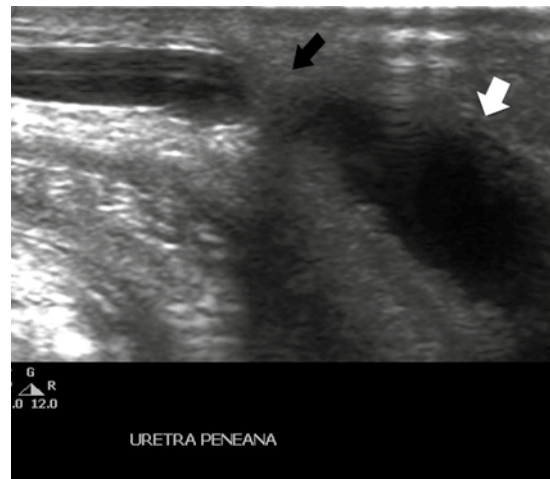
Corte longitudinal de ultrasonido en escala de grises de la uretra penena (flecha blanca): zona de estenosis y dilatación preestenótica (flecha negra).
